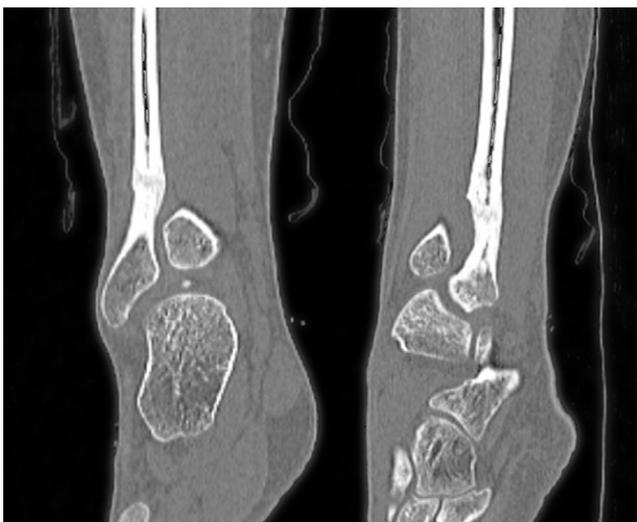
Мультиспиральная компьютерная томография спустя 12 мес. после операции — сегментарной резекции нижней трети малоберцовой кости. Определяются признаки наметившейся дифференциации костной структуры на кортикальный слой и костномозговую полость
